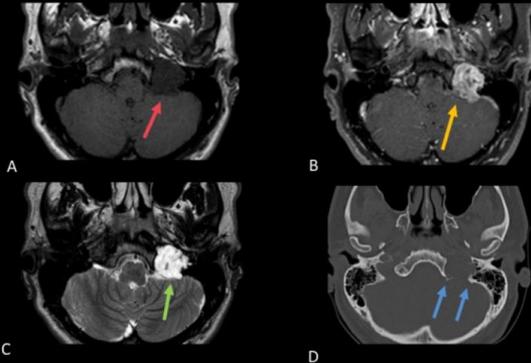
Cordoma de forame jugular esquerdo. A) Imagem axial de RM ponderada em T1 mostra lesão com sinal intermediário (seta vermelha) com B) correspondente intenso realce (seta amarela) em imagem axial de RM ponderada em T1 com supressão de gordura pós contraste e C) alto sinal em imagem axial de RM ponderada em T2 (seta verde). D) Imagem axial de TC mostra erosão regular das margens do forame jugular esquerdo (setas azuis).
